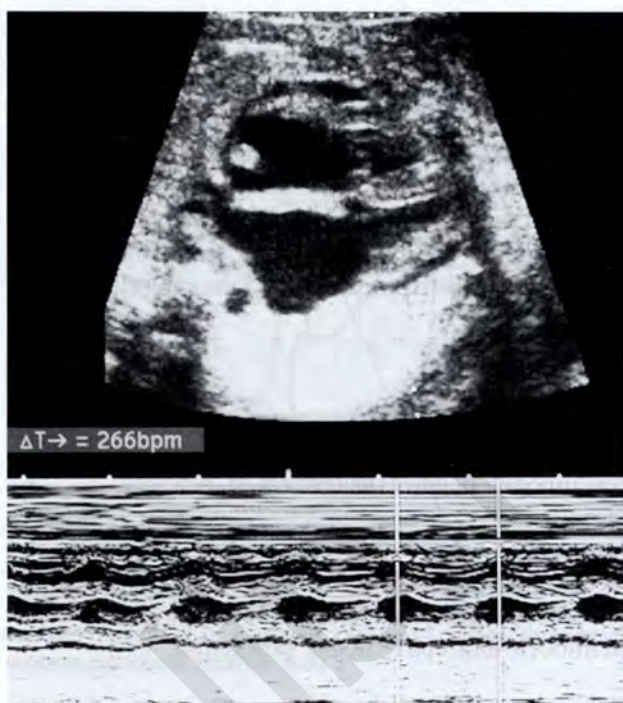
Эхокардиограмма плода в режиме доплерографии. Беременность 37/38 нед. Суправентрикулярная тахикардия с частотой сердечных сокращений 266 в минуту
